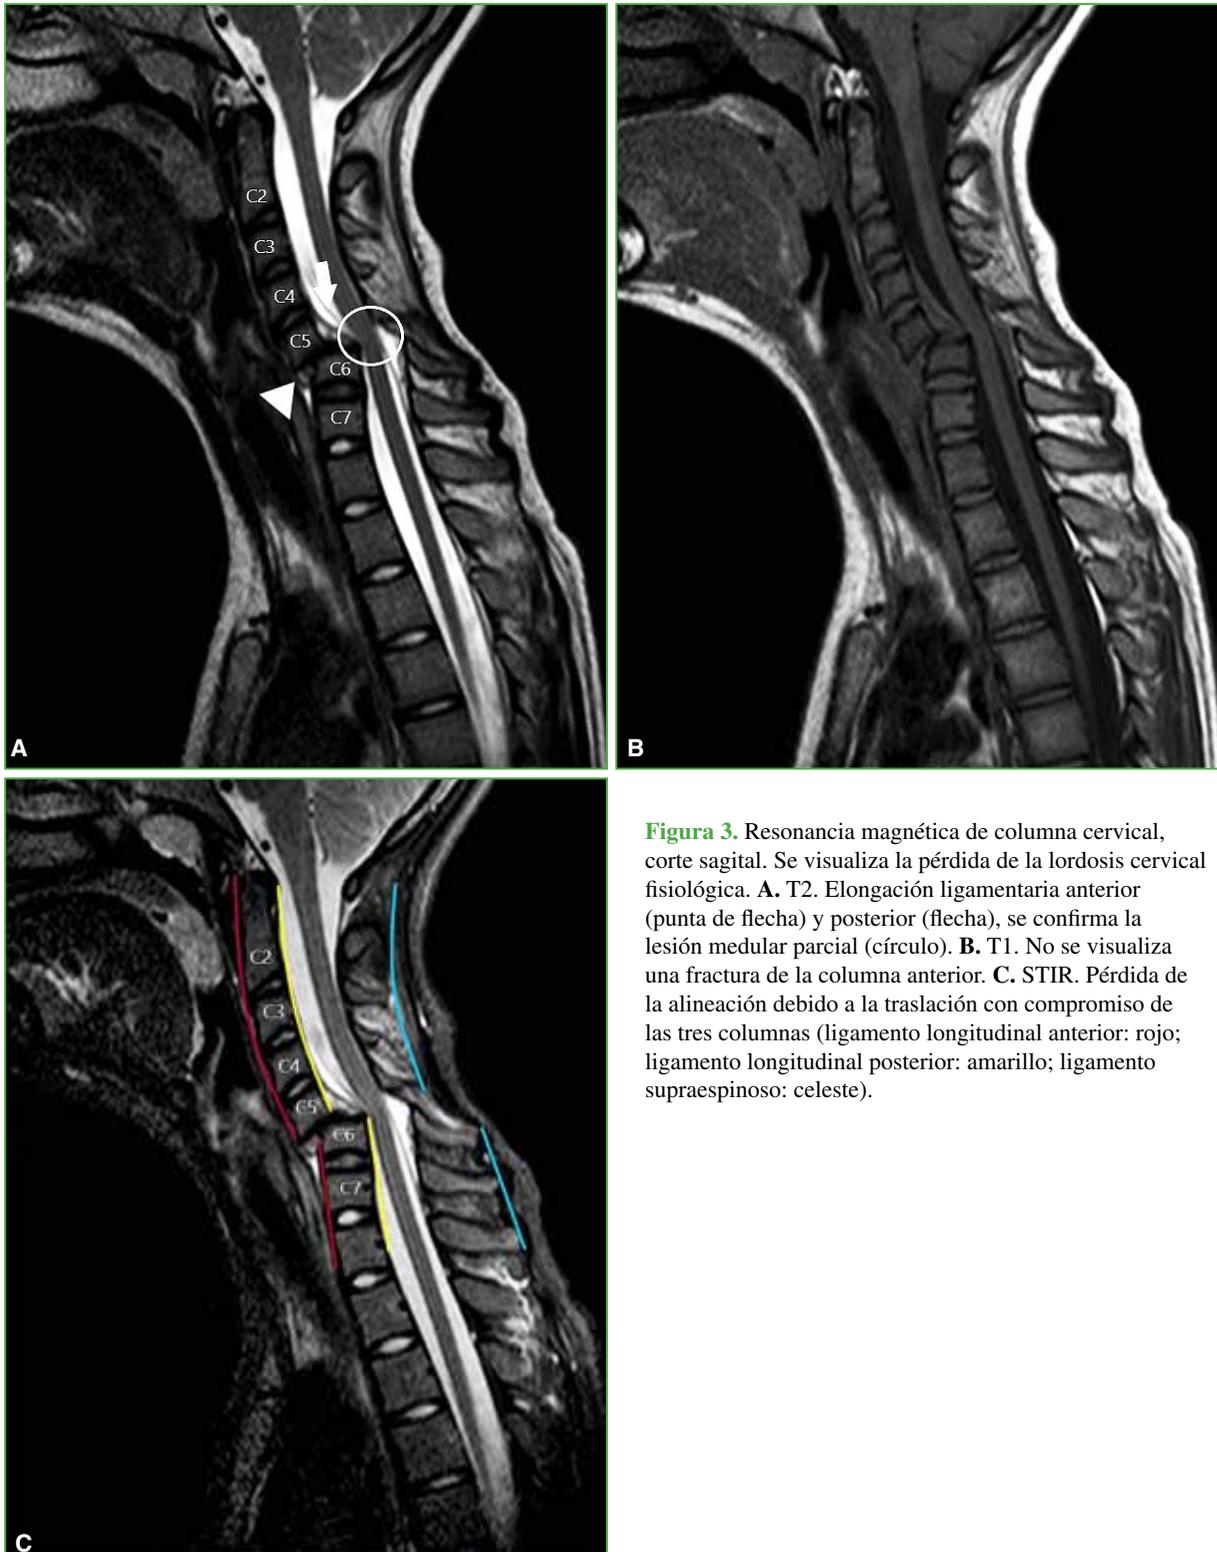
Resonancia magnética de columna cervical, corte sagital. Se visualiza la pérdida de la lordosis cervical fisiológica. A. T2. Elongación ligamentaria anterior (punta de flecha) y posterior (flecha), se confirma la lesión medular parcial (círculo). B. T1. No se visualiza una fractura de la columna anterior. C. STIR. Pérdida de la alineación debido a la traslación con compromiso de las tres columnas (ligamento longitudinal anterior: rojo; ligamento longitudinal posterior: amarillo; ligamento supraespinoso: celeste).
